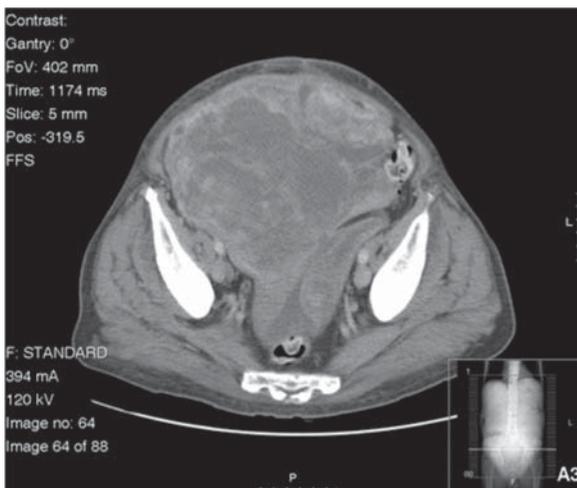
TC de segunda recidiva de Mixofibrosarcoma: massa heterogénea abrangendo quase a totalidade da pelve, flancos e epigastro, envolvendo ansas e provocando um efeito compressivo em relação às estruturas adjacentes (25,5 cm de > Ø).
